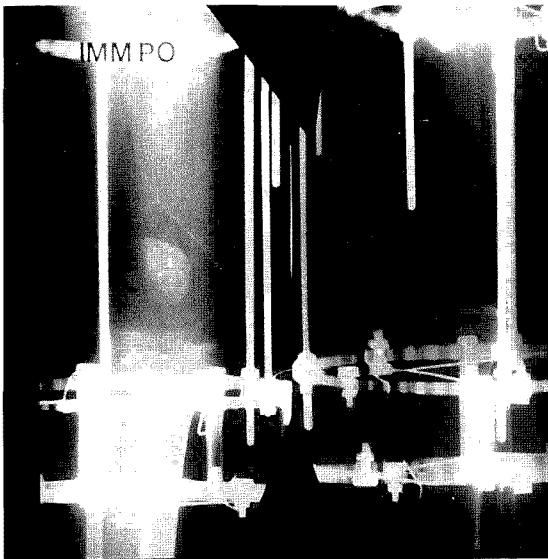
Postop. X-ray after wide resection and external fixation with Ilizarov lengthening device. Corticotomy was performed at the proximal diaphysis.
